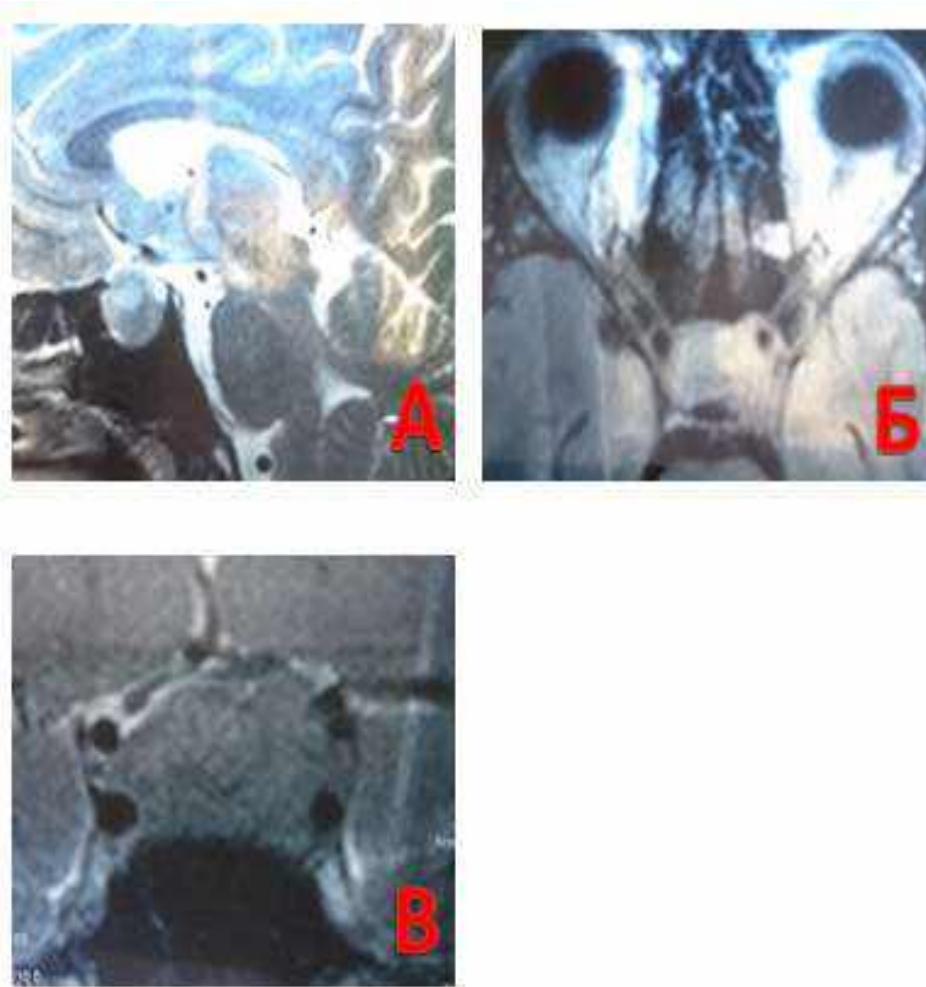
Спостереження №146. Пацієнтка Д-ан, 32 роки, історія хвороби № 1103. МРТ. Велетенська АГ. Інвазія аденоми гіпофіза в ліву ПП, за Кноспом IV ступінь інвазії: А – бокова проекція, Б – аксіальна проекція, В – фронтальна проекція
